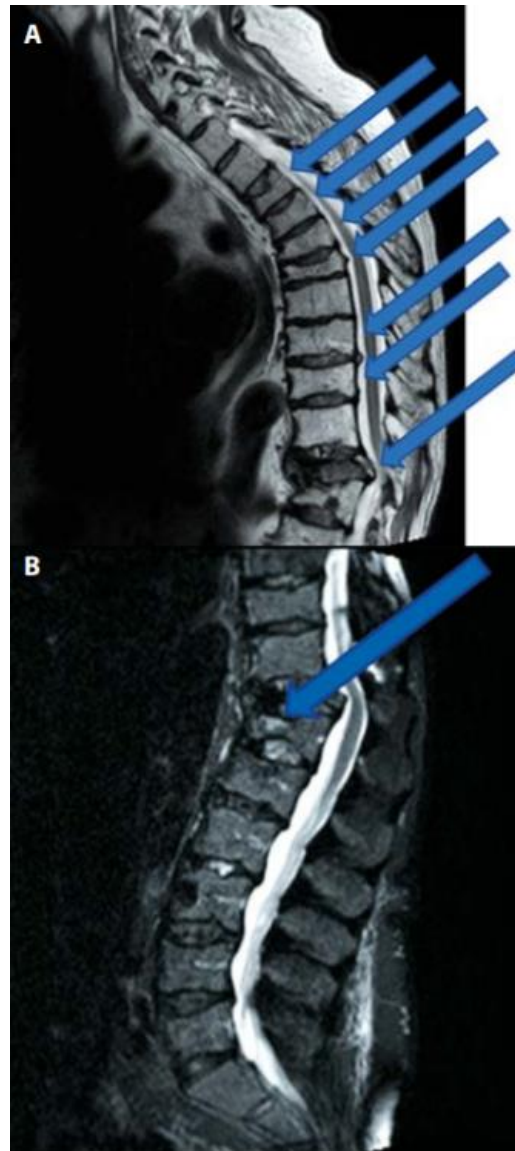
RTG snímek kompresivních fraktur v oblasti hrudní páteře u nemocného s MM (Szeligová, 2017)
